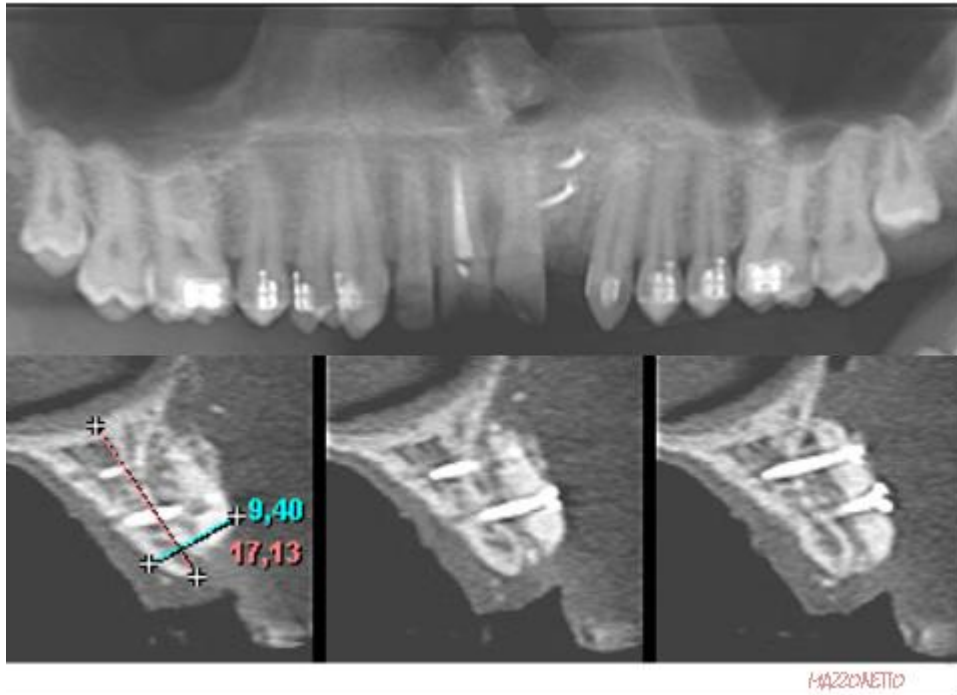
Tomografia da região do dente número 22, após de 8 meses demonstrando regeneração óssea.
